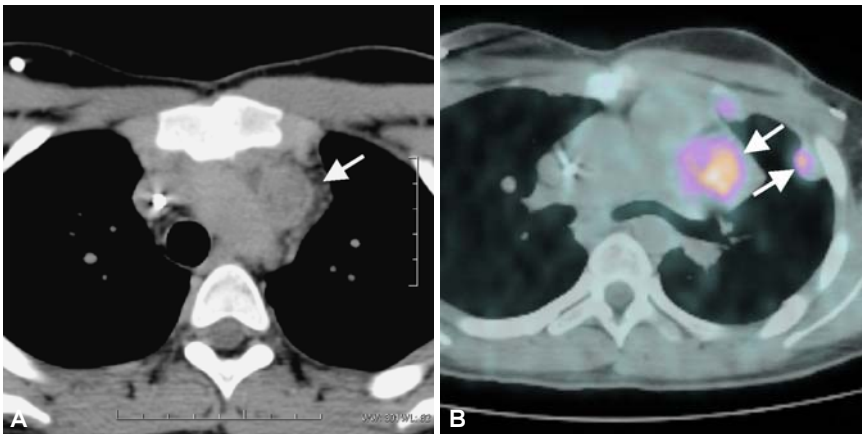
Seminoma. A) TC tórax simple. Adenomegalias con densidad de tejido blando en el mediastino, anterior al cayado de la aorta (flechas). B) Fusión de PET-CT. Muestra además nódulo metastático subpleural (flechas) (Cortesía Dr. JL Criales. CT Scanner Sur, México, D.F.).
